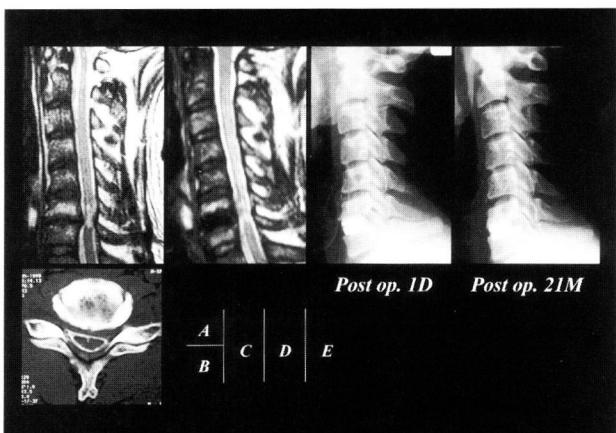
Case 5: Preoperative cervical MRI (T2WI) revealed C6/7 disc herniation and intramedullary degeneration (A). Preoperative CT revealed dural sac compression on the right side (B). Postoperative MRI revealed the decompression of dural sac (C). Postoperative radiogram (1 day after the operation) revealed the proper insertion of cages and the normalized cervical alignment (D). 21 months after the operation, minimal sinking of cages into the vertebral body was seen (E).
